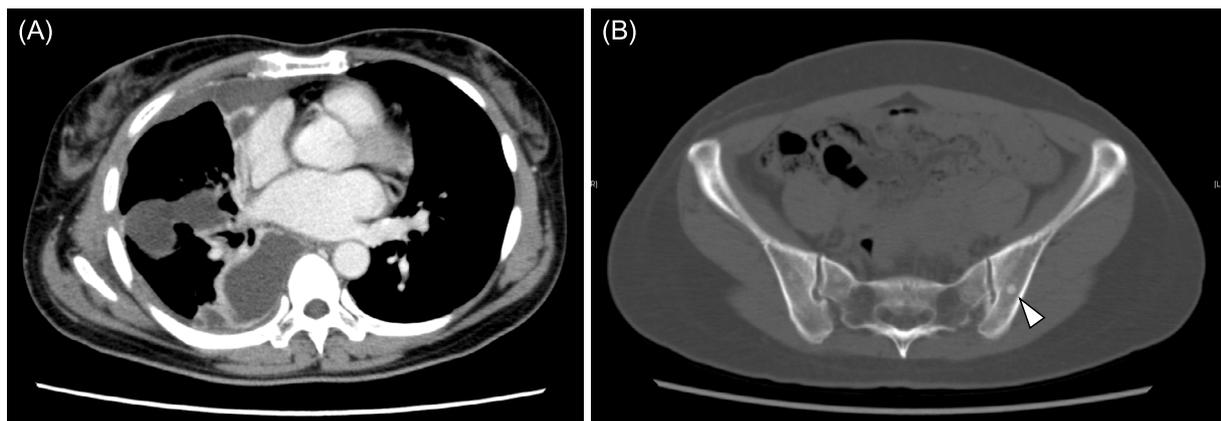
Enhanced CT scanning shows (A) pleural effusion in the right thoracic cage, (B) bone metastasis in the left ilium (white arrowhead).
